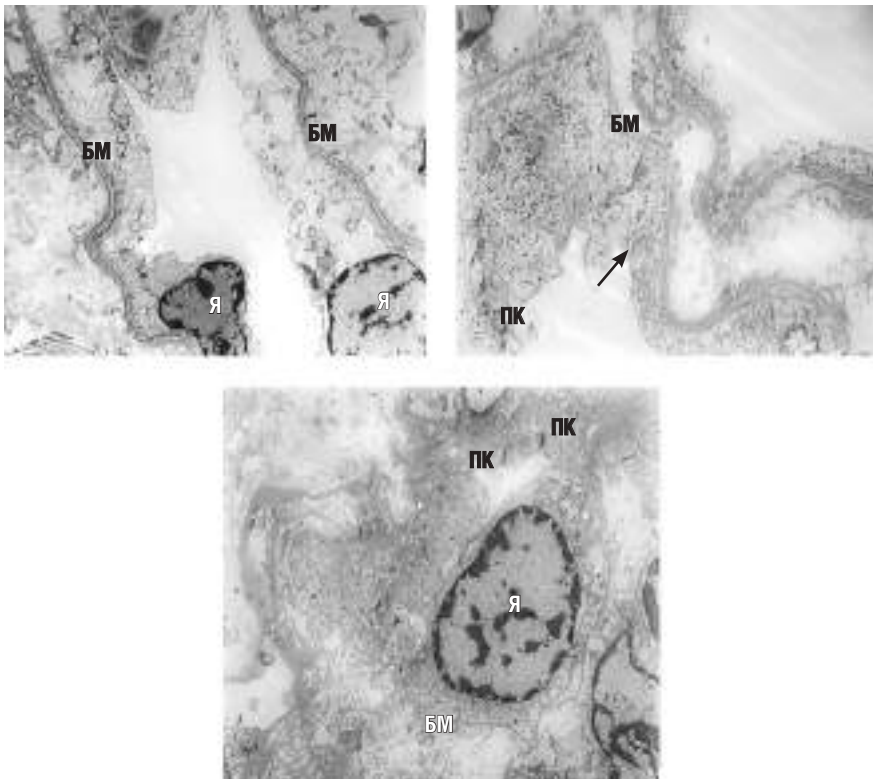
Ультраструктура тонкого отдела петли Генле после 60-минутной ишемии (третьи сутки). Состояние после 60-минутной ишемии и 60-минутной реперфузии. Контрастирование в спиртовом растворе ацетата уранила и водном растворе цитрата свинца ($\times 20\,000$). Наблюдается частичное обводнение цитоплазмы эпителиоцитов и нарушение целостности отдельных плотных контактов (стрелка). При этом большинство плотных контактов сохраняют нормальную организацию. Я — ядра эпителиоцитов; БМ — базальная мембрана; ПК — плотные контакты
